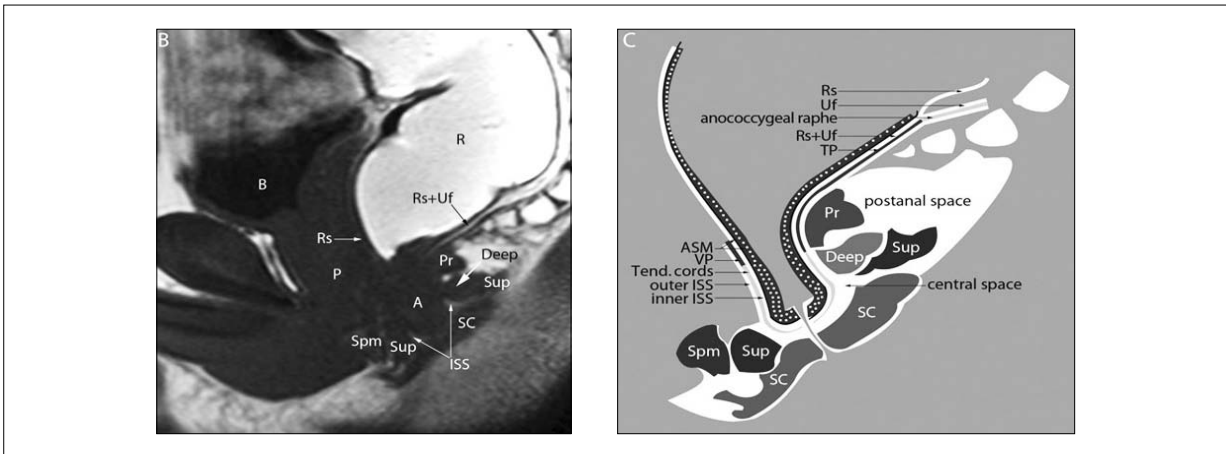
midsagittal T1-weighted turbo spin echo body coil MRI images
